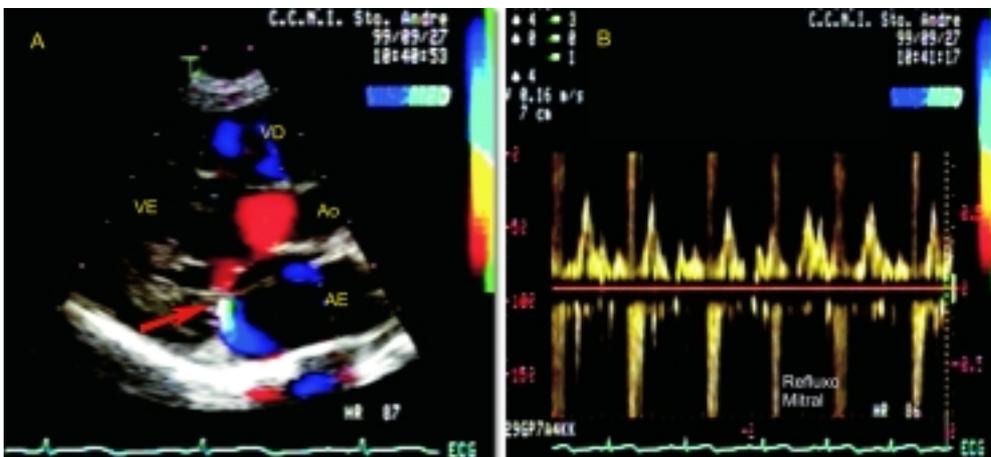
Paraesternal longitudinal mostrando regurgitação mitral ao Doppler colorido. B: Regurgitação mitral leve vista pelo Doppler pulsátil. Ao = aorta, AE = átrio esquerdo, VE = ventrículo esquerdo, VD = ventrículo direito.
